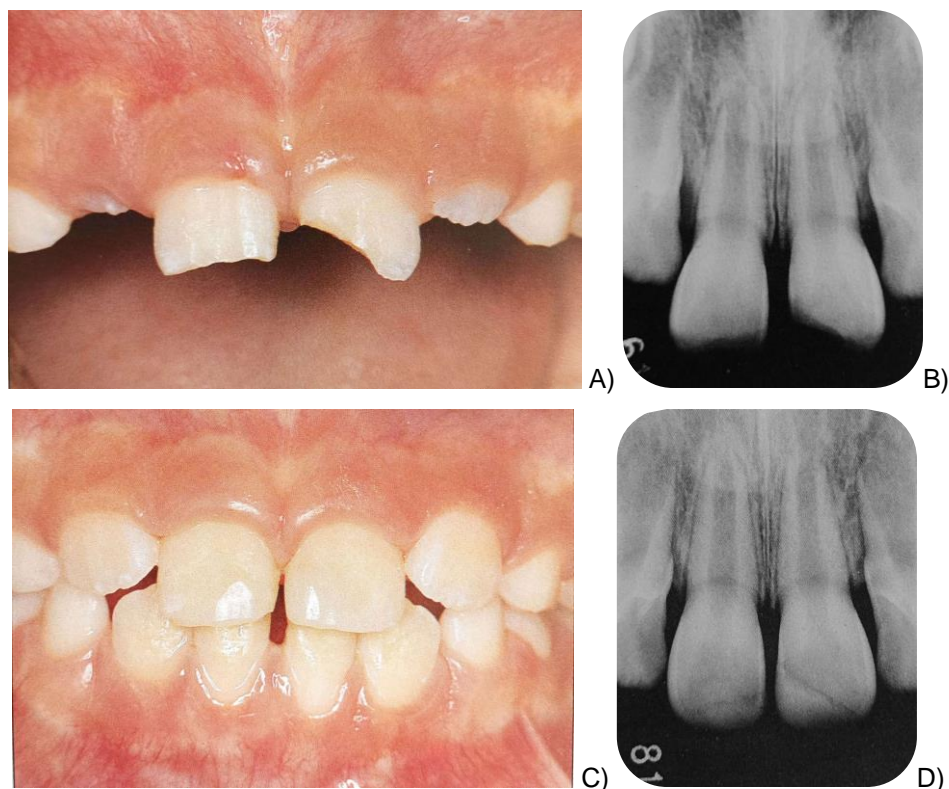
Fractura coronal y concusión. A) y B) Imágenes preoperatorias de un paciente masculino de 7 años de edad, que presenta fractura coronal en los incisivos centrales superior izquierdo y derecho. C) Imágenes posoperatorios, tres meses después de la realización del tratamiento inicial. D) Radiografía de control, 3 meses después del tratamiento, en donde se observa un desarrollo anormal en la porción apical, en el incisivo central superior derecho, debido a que posiblemente la vaina de Hertwig de la raíz, se vio afectada por la lesión.
